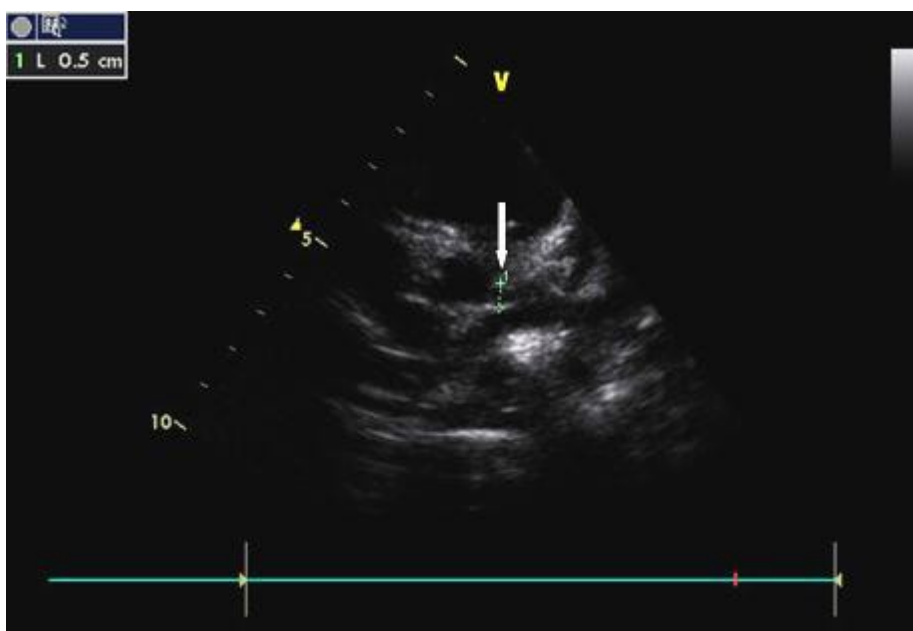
Echocardiographie 2D montrant une dilatation de la coronaire gauche (CG) à 5 mm (flèche) (Pr. Atmani S. ; Service de Pédiatrie – CHU Hassan II – Fès).
